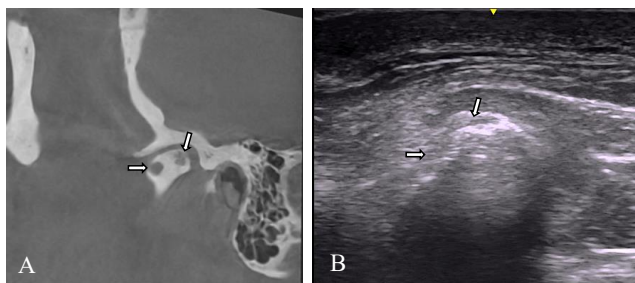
A. CBCT of the right mandibular condyle showing a subchondral bony osteophyte indicated by the arrows. B. USI of the right condyle showing a hypoechoic area, indicated by the arrows, which is compatible with a subchondral bony osteophyte.
